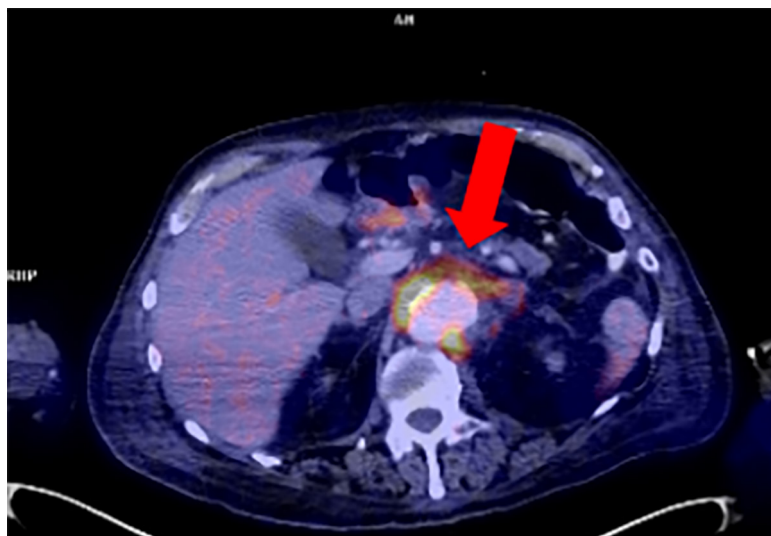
PET-TC corte transversal, imagen de fusión, que evidencia aneurisma micótico de la aorta abdominal. Se acompaña de un tejido con densidad de partes blandas hipermetabólico, con elevada captación de fluorodesoxiglucosa, que rodea la aorta con predominio izquierdo y alcanza un valor de captación estandarizado (*Standardized up take value, SUV*) de 10,8 (valor normal para partes blandas 0,5-1,5).
